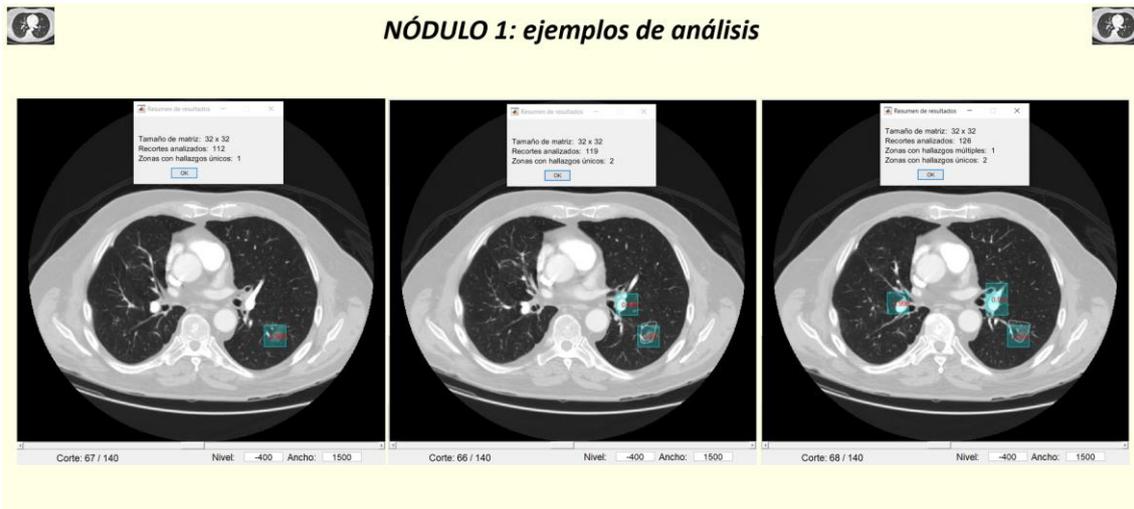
Casos TC de tórax. Caso 7: ejemplos de análisis del nódulo 1
